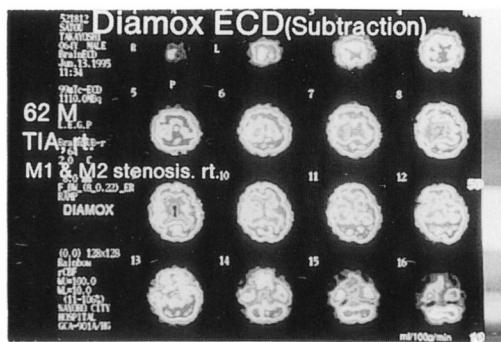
99m Tc-ECD SPECT (Diamox負荷時)：右中大脳動脈領域の血流は増加しておらず、脳循環予備能が低下していると考えられる。同じスケール表示することによりDiamox負荷前後のSPECT像を視覚的にも定量的に比較出来る。
